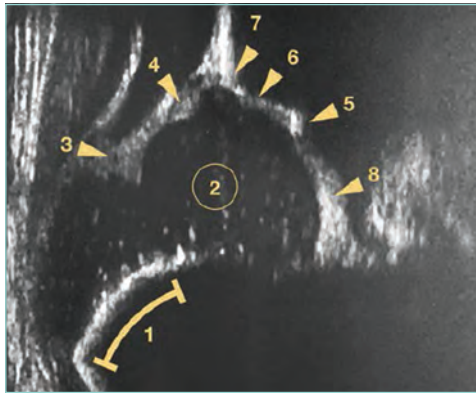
Sonografische Darstellung einer Säuglingshüfte vom Typ I; 1 = Knorpel-Knochen-Grenze femoral, 2 = Hüftkopf (hyaliner Knorpel), 3 = Umschlagfalte, 4 = Labrum acetabulare, 5 = Unterrand des Os ilium, 6 = Umschlagpunkt Konkavität-Konvexität, 7 = knöcherner Pfannenerker, 8 = Lig. capitis femoris [E1482]
